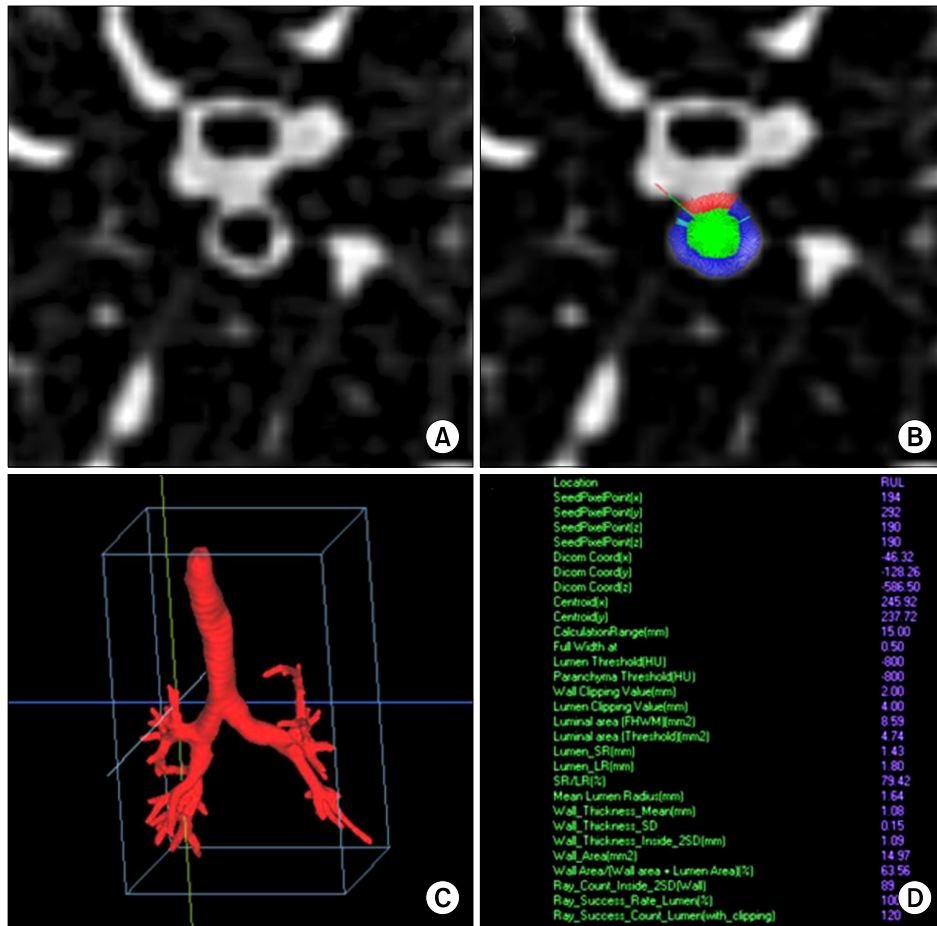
Airway measurement using inspiratory CT scan in 76-year-old male patient with COPD (FEV1/FVC % pred=55%, FEV1 % pred=69%). (A) Magnified CT scan for measurement of subsegmental bronchus in RUL apical segment, (B) Magnified CT scan with visualization of measured area (green: lumen area of bronchus, blue: measured bronchial wall area, red: non-measured bronchial wall area due to adjacent vessel), (C) Three dimension image with location of measured bronchus, (D) Results of airway measurement.
